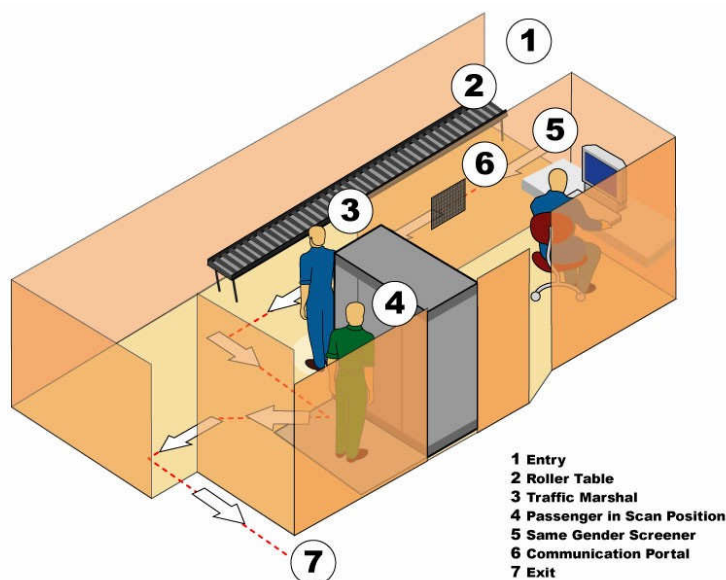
Exemple d'installation du système *Secure 1000 Single Pose X-Ray System*
